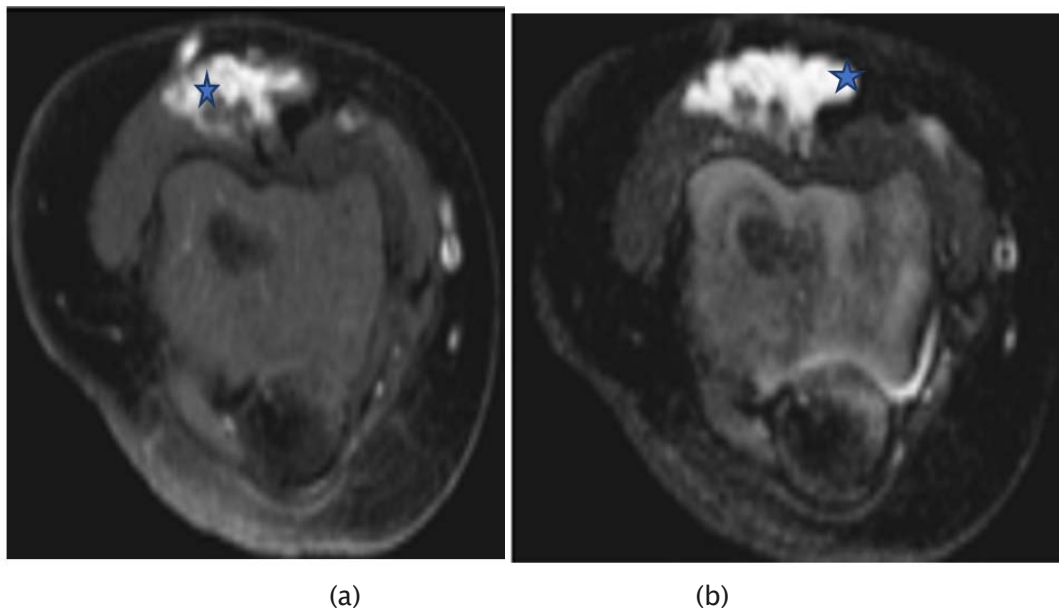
Malformation veineuse chez un garçon de 3 ans présentant une masse dans la partie distale du bras droit. (a) La séquence IRM pondérée en T2 pondérée en graisse axiale montre une masse lobulée à intensité de signal élevée impliquant le muscle biceps. (étoile) (b) IRM pondérée en T1 avec suppression de la graisse, avec injection de gadolinium axiale, montre une amélioration presque complète de la masse. Les zones intralésionnelles de faible intensité du signal (également en a) représentent les thrombus ou phlébolithes.(45)
